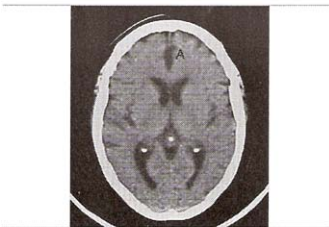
TAC de cerebro donde se puede apreciar la atrofia frontomedial (A)
